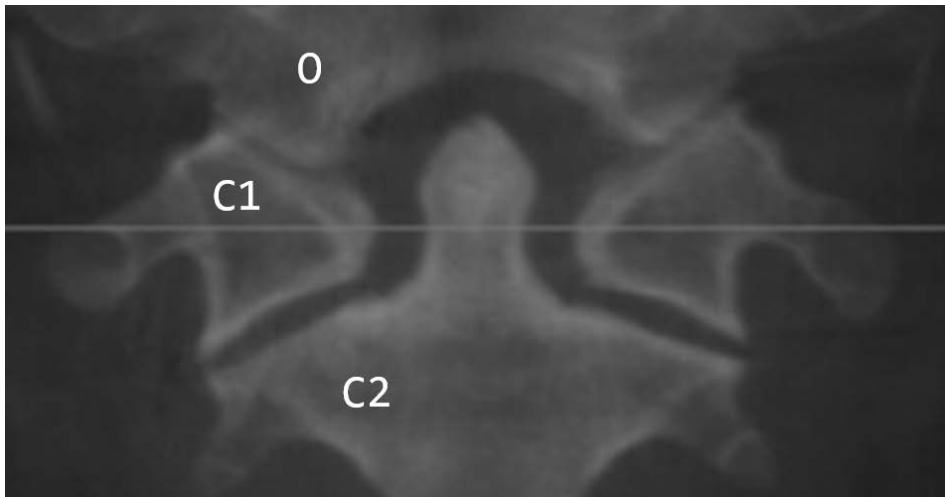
TC del piano coronale (frontale) di condili occipitali (O), C1 e C2. Linea grigia: piano orizzontale. Le rime articolari tra occipite e C1 e tra C1 e C2 sono inclinate e non sono completamente piatte, per cui il semplice movimento di rotazione sul piano orizzontale innesca modificazioni della verticalità e dell'inclinazione laterale delle vertebre.
